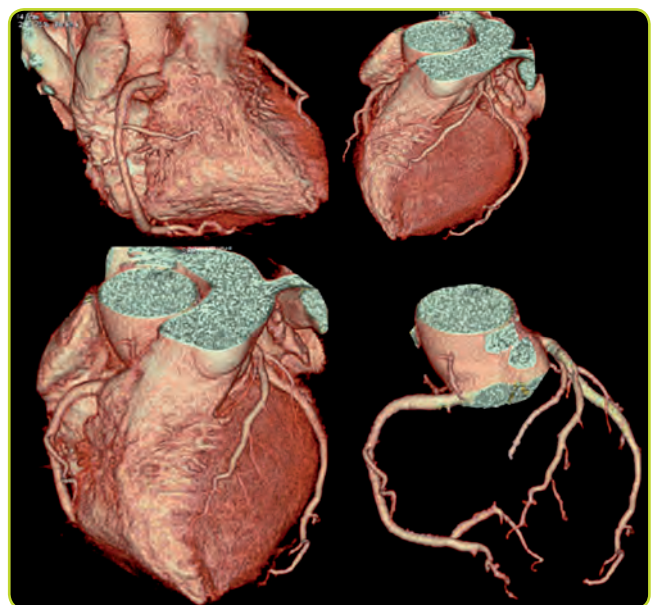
Reconstrucción tridimensional de las coronarias por TC.
